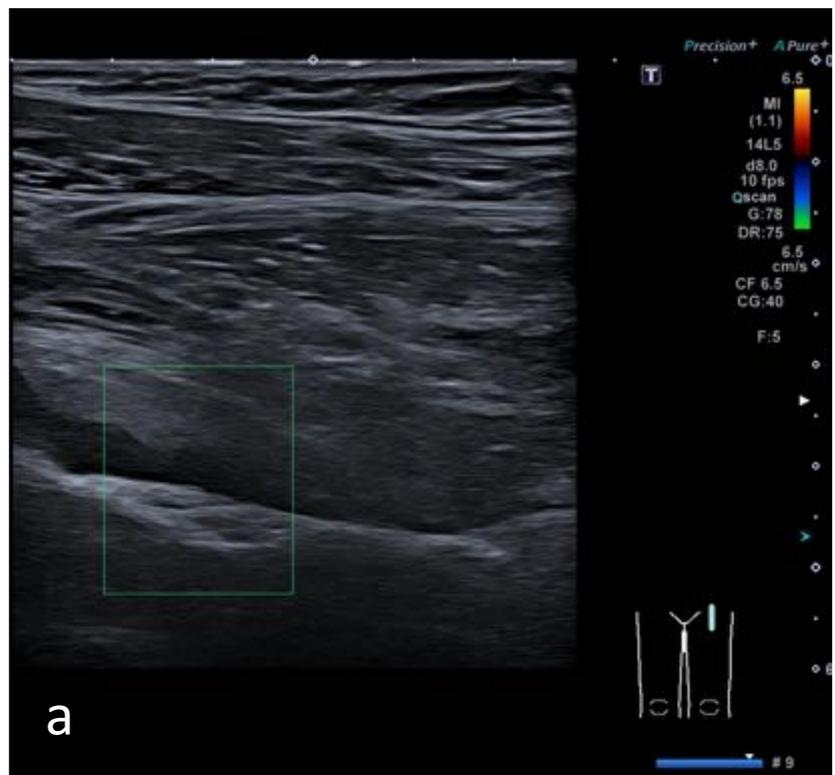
Adolescente de 16 años. Artritis relacionada con entesitis. (a) Ecografía: derrame articular en receso anterior de la cadera izquierda. (b) RM secuencia STIR, coronal. Derrame articular en articulación coxo-femoral izquierda y edema óseo en epífisis femoral ipsilateral en relación con osteitis. (c) RM secuencia T1 FSE, erosión ósea en vertiente anterior de la cabeza femoral.
